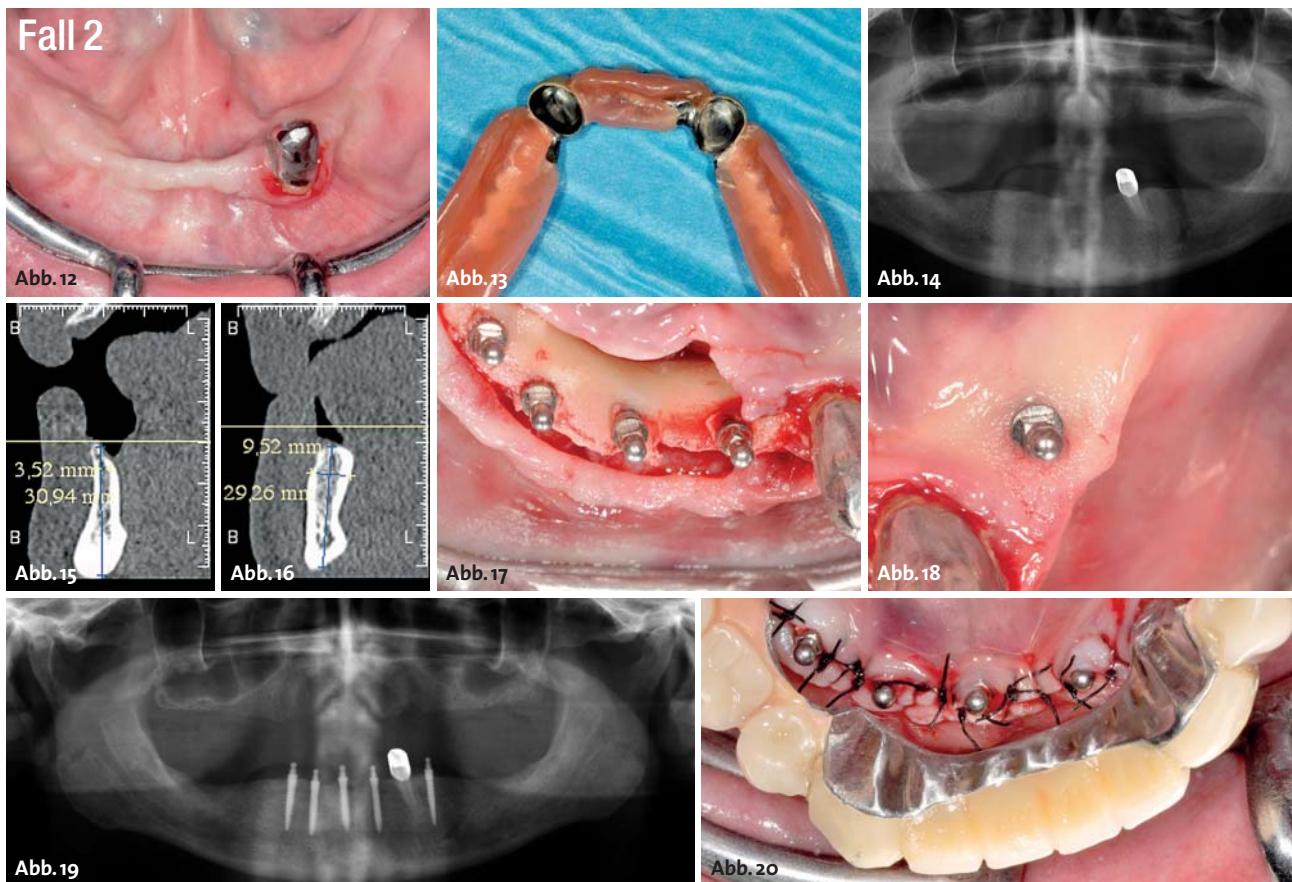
Klinische Ausgangssituation. – Abb. 13: Vorhandene Prothese mit Modellgussbasis. – Abb. 14: Panoramaaufnahme vor Implantatinsertion. – Abb. 15: Unterkieferfront: Ein hoher, schmaler Alveolarfortsatz ist erkennbar. – Abb. 16: Das Knochenangebot in Regio 34 ist für die transgingivale Insertion geeignet. – Abb. 17: Insetierte Implantate mit Kragen in Regio 44 bis 32. – Abb. 18: Transgingival inseriertes Implantat in Regio 34. – Abb. 19: Postoperatives Röntgenbild. – Abb. 20: Die vorhandene Prothese wurde im Bereich der Implantate freigeschliffen und postoperativ eingegliedert.
